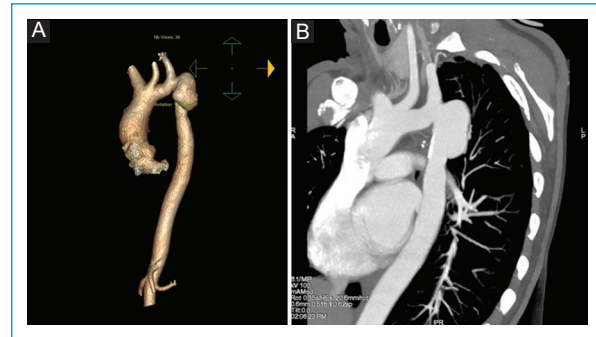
Imágenes de tomografía computarizada de un aneurisma de aproximadamente 3.5 cm en una paciente sometida a cirugía de coartación tipo T-T y posterior angioplastia con balón por recoartación. T-T: resección y anastomosis término-terminal.
